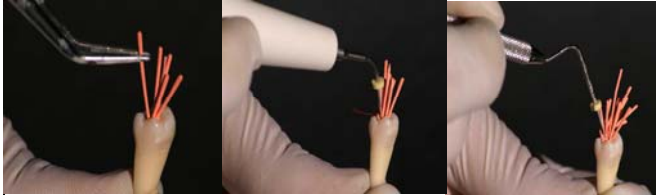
Figura # 20. Secuencia de la técnica de obturación con ultrasonido.
